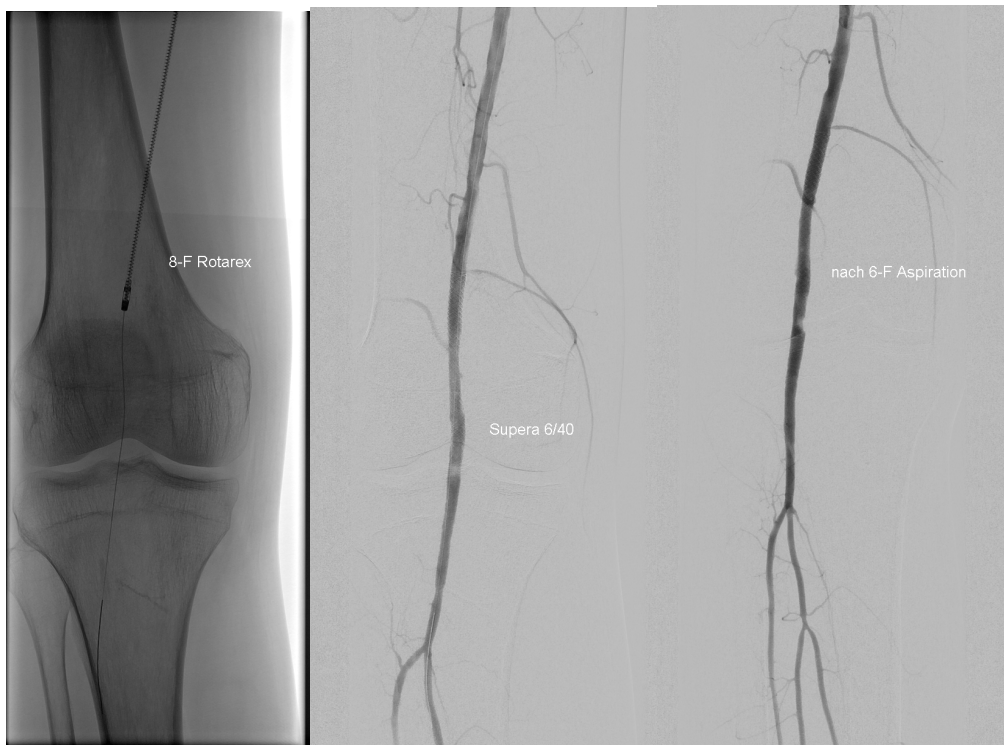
A) Radiographie mit einem Rotationsthrombektomiekatheter. B) Selektive DSA mit gutem Resultat nach PMT und Stent, dabei sind nur die ersten 3 cm der ATA abgebildet. C) Selektive DSA mit gutem Unterschenkel-Einstrom nach zusätzlicher PAT im Unterschenkelstromgebiet.
